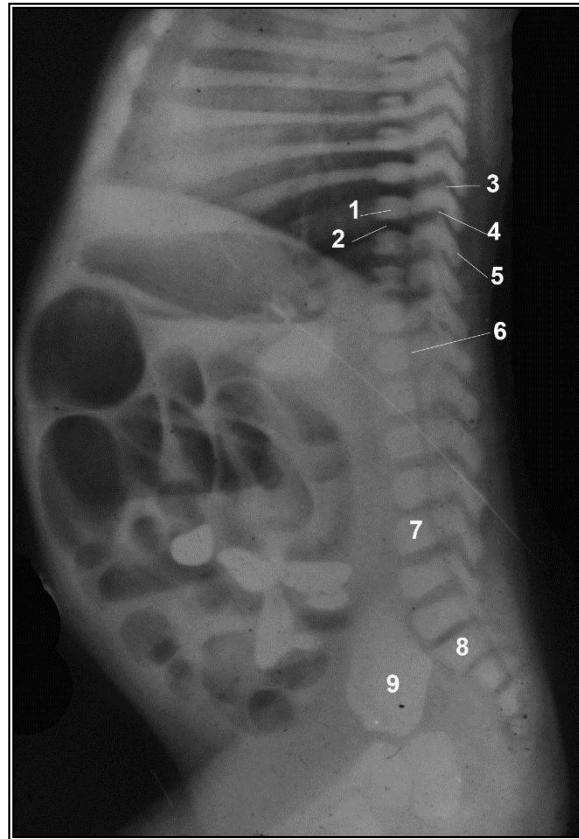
Рентгенограма новонародженого чоловічої статі (бічна проекція).
